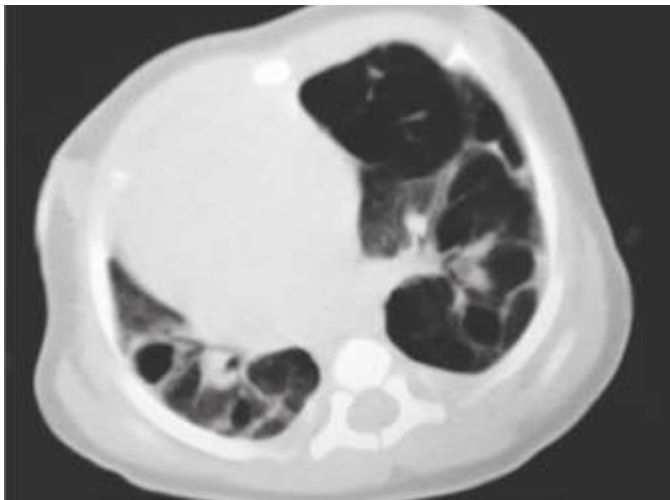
Tomografía de tórax: Imágenes quísticas en el parénquima pulmonar con múltiples septos
